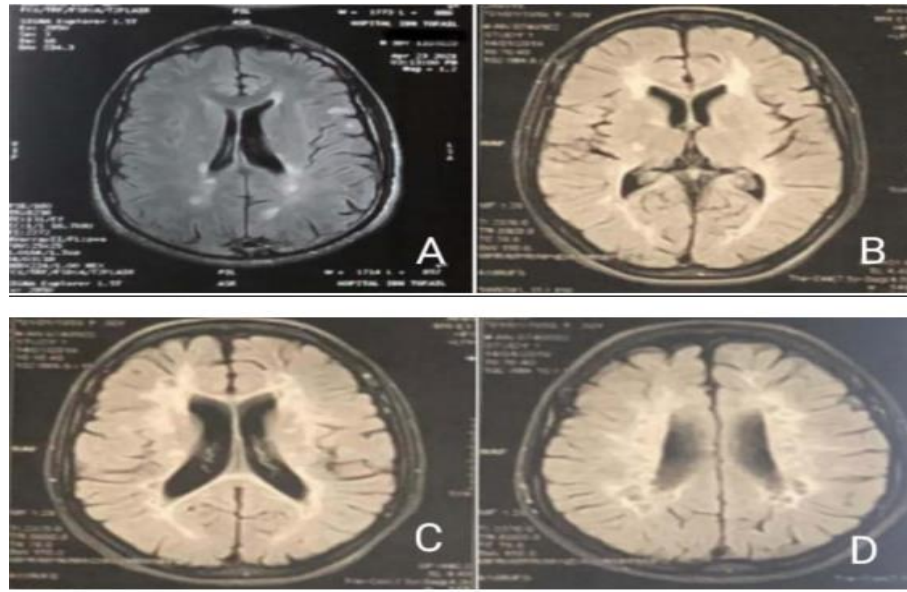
IRM cérébrale, coupes axiales (A , B, C et D), séquence FLAIR, montrant de multiples hypersignaux de la substance blanche periventriculaire et sous corticale, bilatéraux et asymétriques, parfois confluents et en plaque chez un patient atteint de sclérose en plaques
